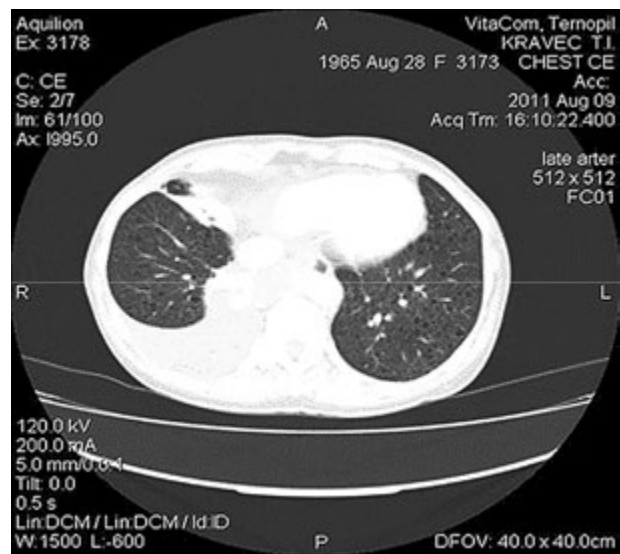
Комп'ютерна томографія при поступленні
